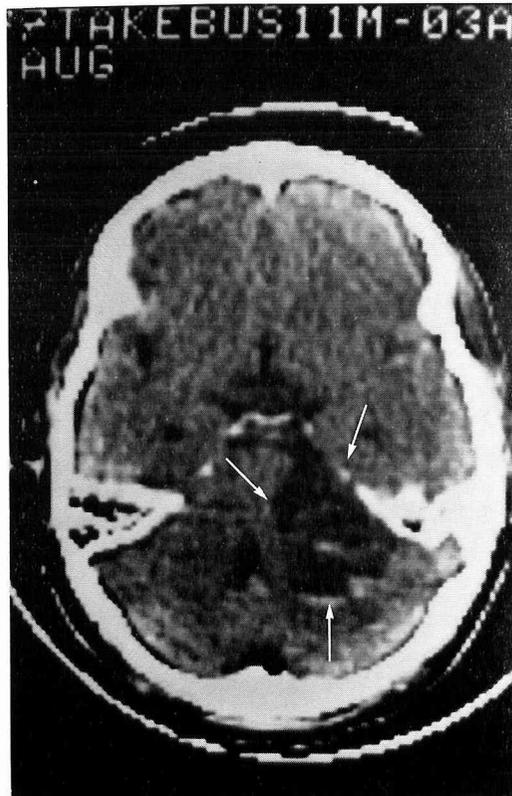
症例4のCTスキャン，右小脳橋角部の腫瘍陰影
